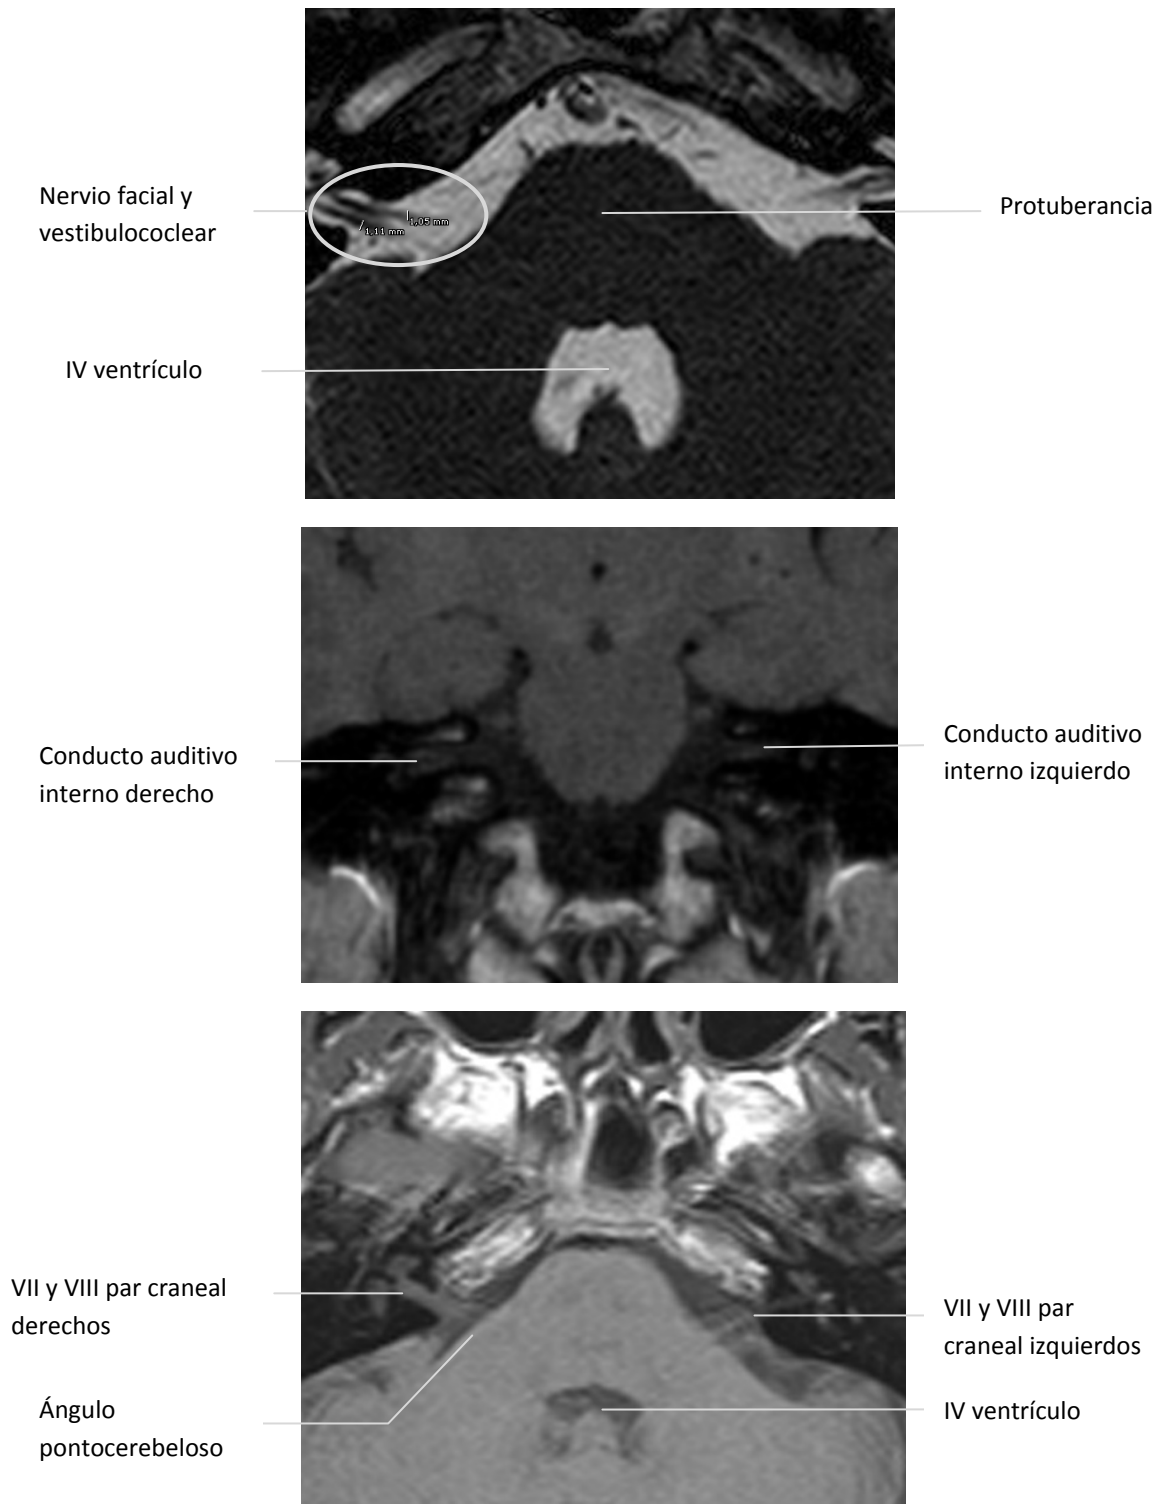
Estudio mediante RM en secuencias potenciadas en T2 (FIESTA), en cortes axiales a través de las cisternas del ángulo pontocerebeloso y el CAI, que demuestran el nervio facial y vestibulococlear en su recorrido cisternal y en el interior del CAI. Las ramas del nervio facial junto con el nervio vestibulococlear atraviesan el ángulo pontocerebeloso y se introducen en el CAI acompañados por la arteria auditiva interna. Generalmente el nervio facial se encuentra a este nivel, anterior al nervio vestibulococlear.
